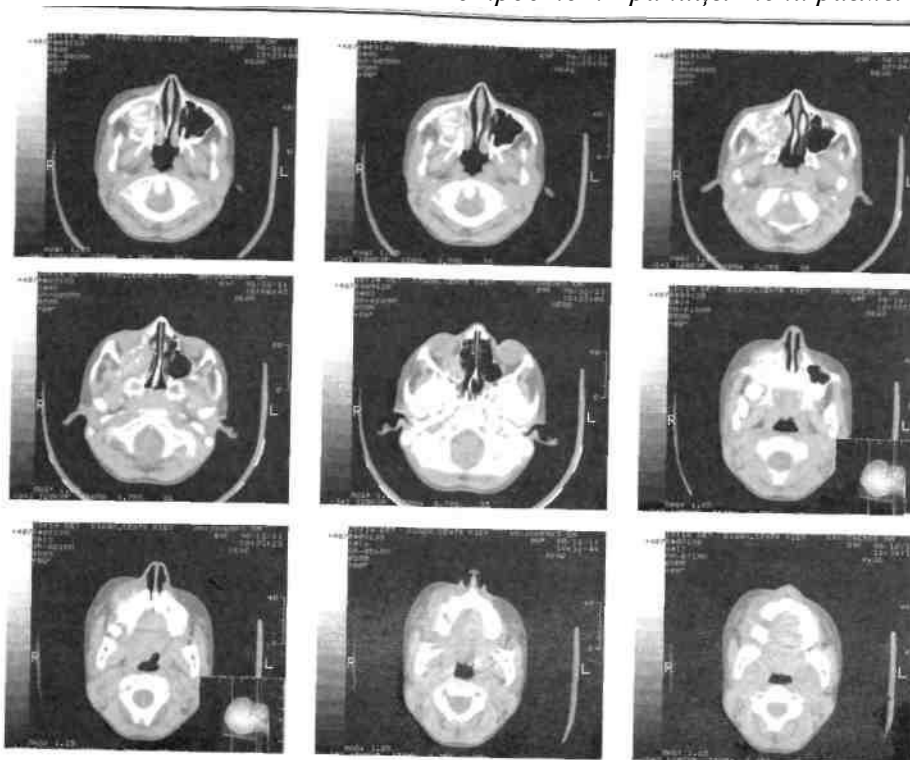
Компьютерная томограмма того же ребенка (см. рис. 227). Определяется деформирующее правую боковую стенку носа новообразование в проекции правой верхнечелюстной пазухи
